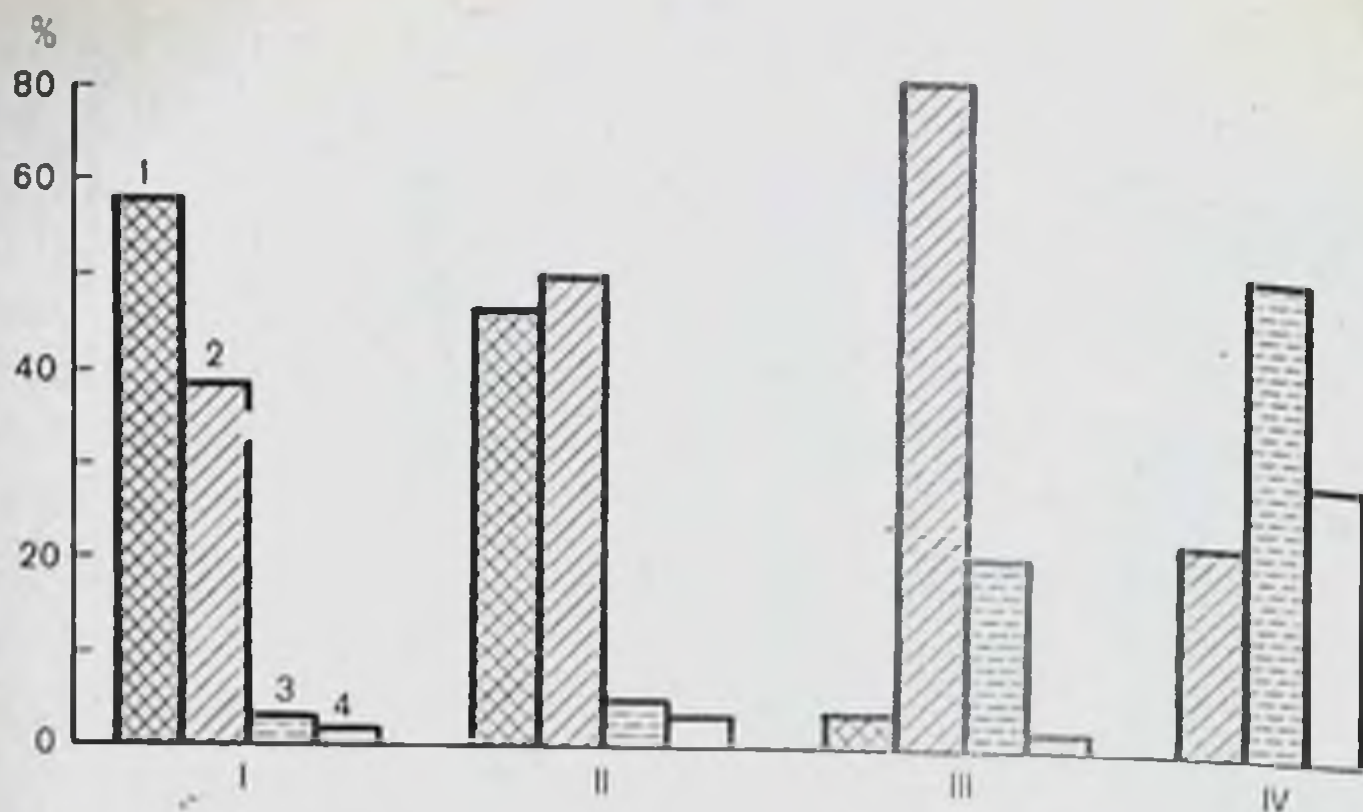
Изменения частоты протеинурии у больных с гемотрансфузионными осложнениями в различные периоды заболевания (в процентах к числу обследованных).
